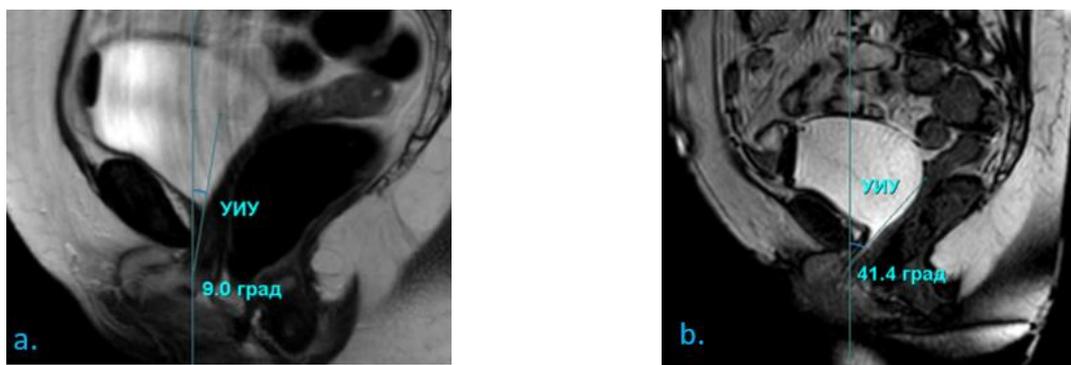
а. – МРТ в сагиттальной плоскости в спокойном состоянии, угол инклинации уретры – УИУ.
